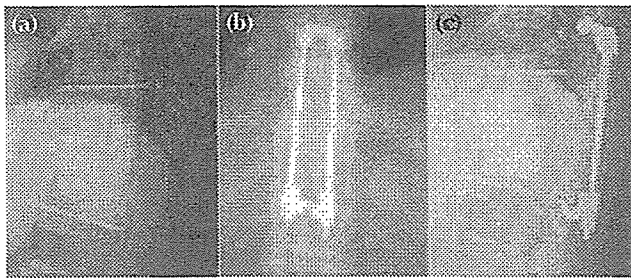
Radiographs showing tuberculosis at T9-11: (a) an interbody lesion and deformity measuring 19° preoperatively; (b) anteroposterior and (c) lateral views showing bone union and correction of the deformity to 14° 2 years postoperatively.
